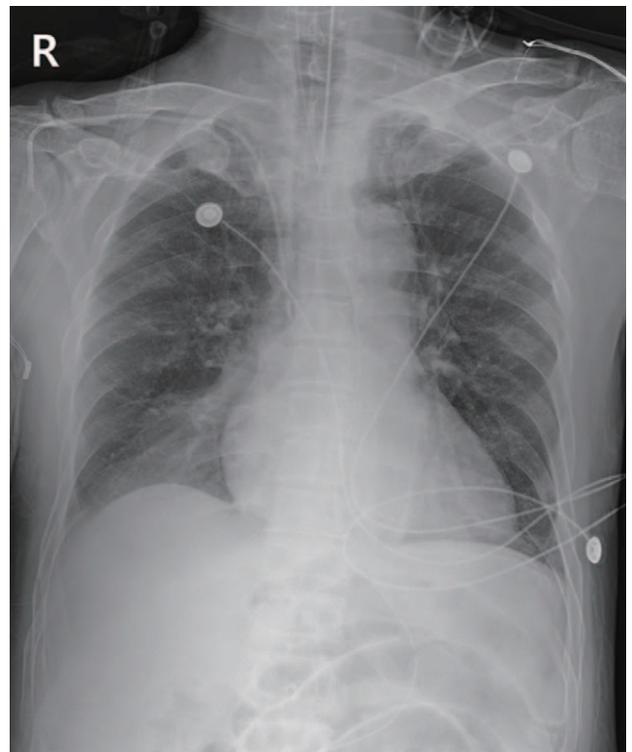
At the 26 days of admission, the chest X-ray shows decreased extent of atelectasis in right lower lobe.
